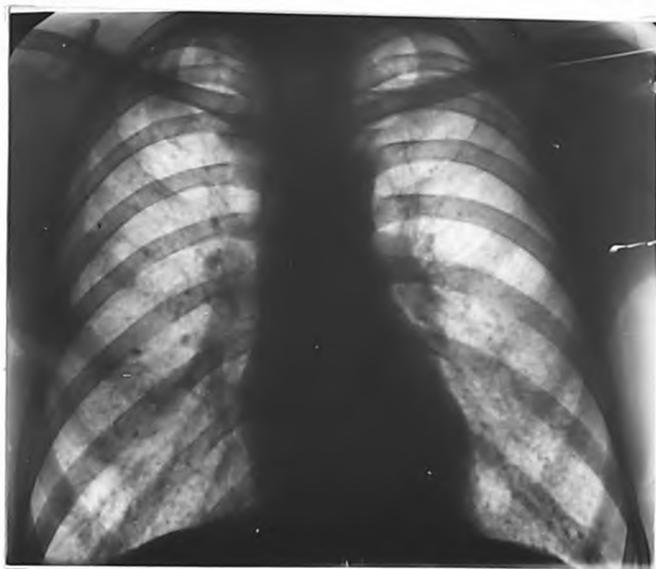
Рентгенограмма 6-го Ч. Повторное обращение /описание в тексте/.
